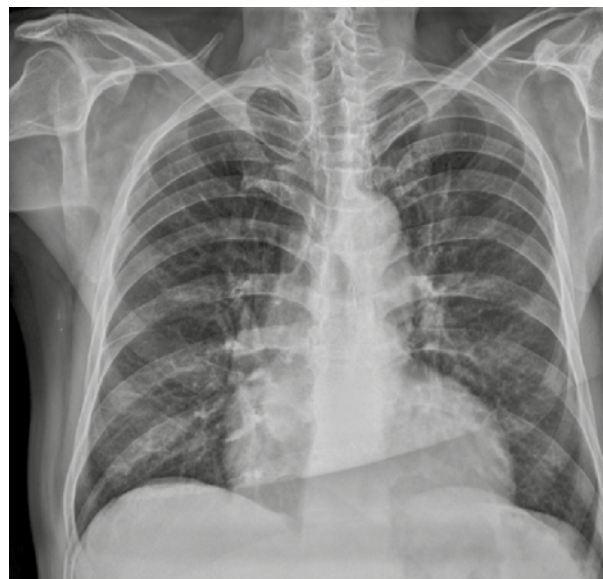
Radiografie toracică
